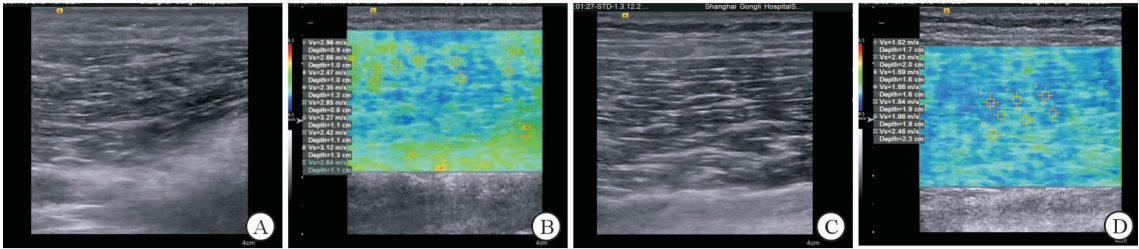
PM/DM 组及对照组常规超声及 VTIQ 速度图像
